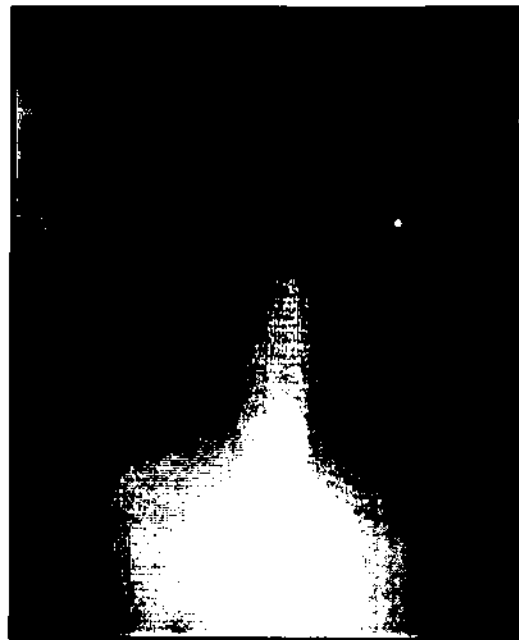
Image d'une radiographie normale
